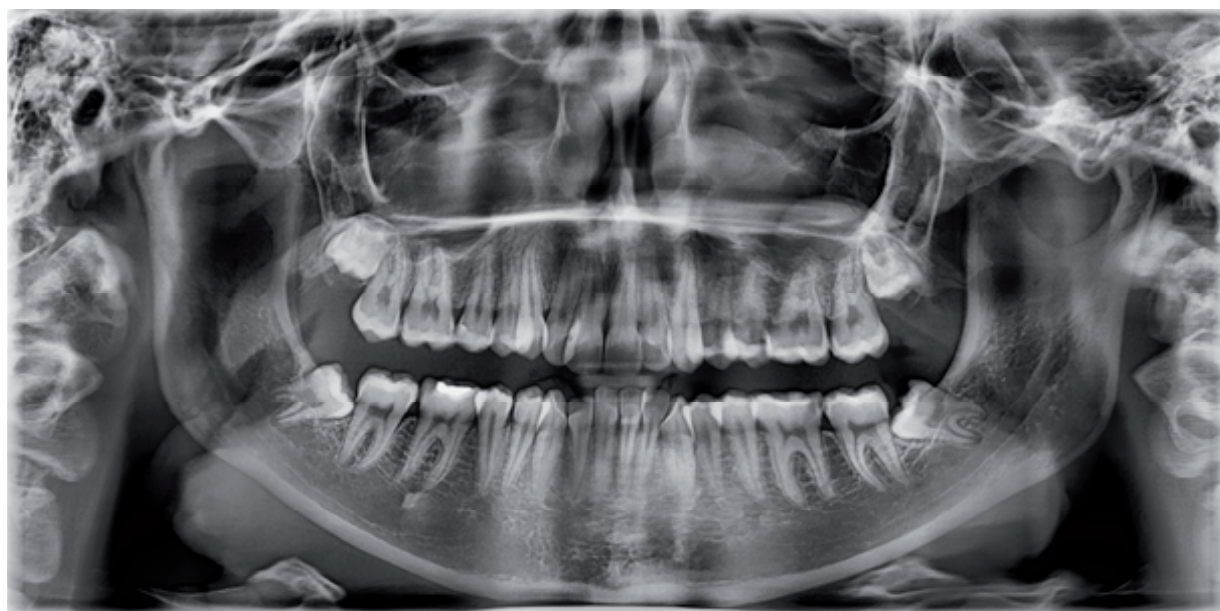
Panoramic X-ray
